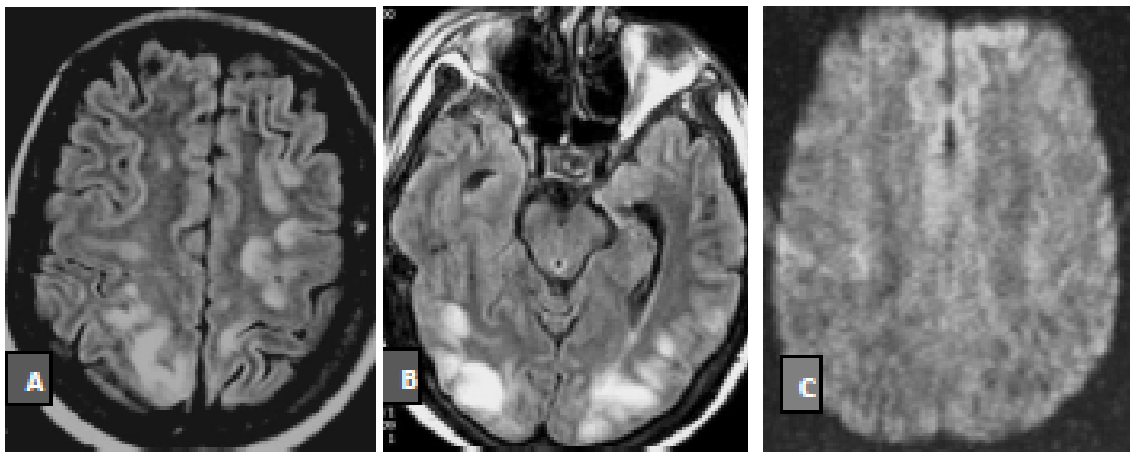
(A,B)IRM encéphalique en coupes axiales Flair : montre des hypersignaux bilatéraux au niveau de la substance blanche et du cortex pariétal et occipital postérieur, mais également dans les régions frontales. (C) IRM encéphalique en coupe axiale en séquence de diffusion : Absence d'hypersignal [143].
